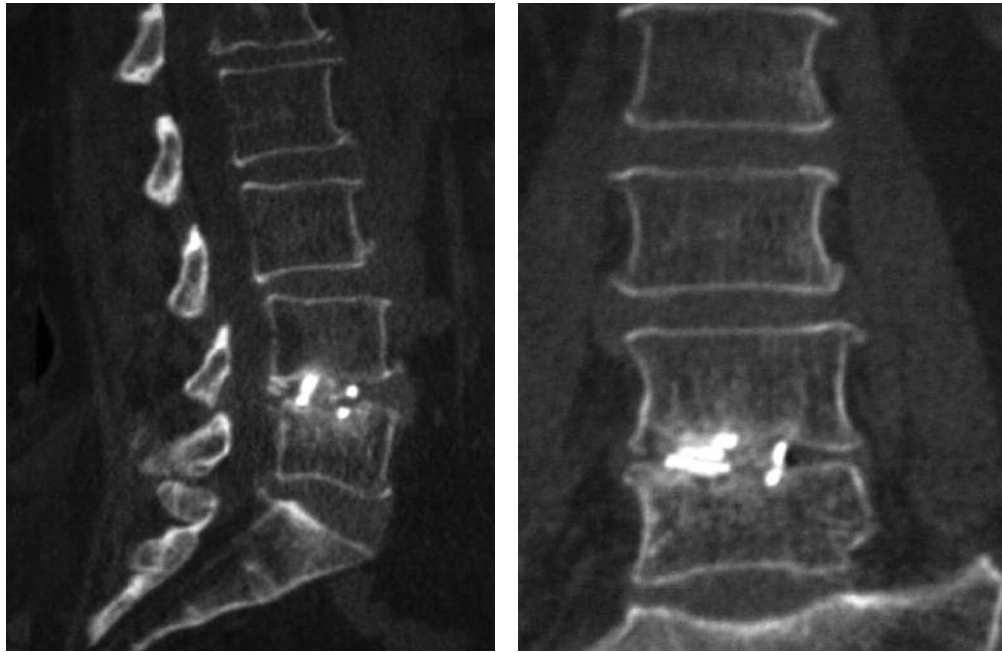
Sagittal and axial CT shows cage and fusion at the level of L4-L5.
